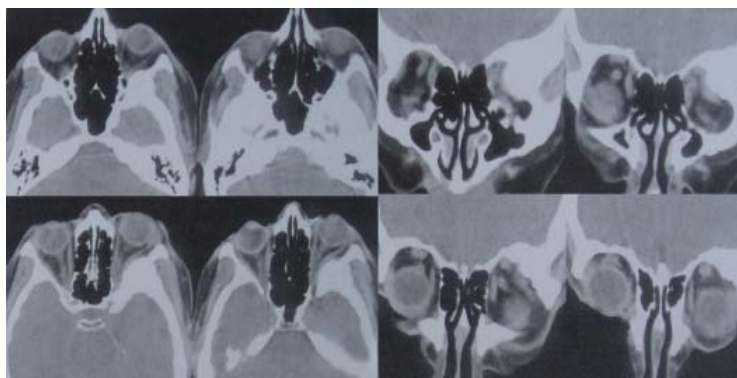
CT cerebral preoperator
